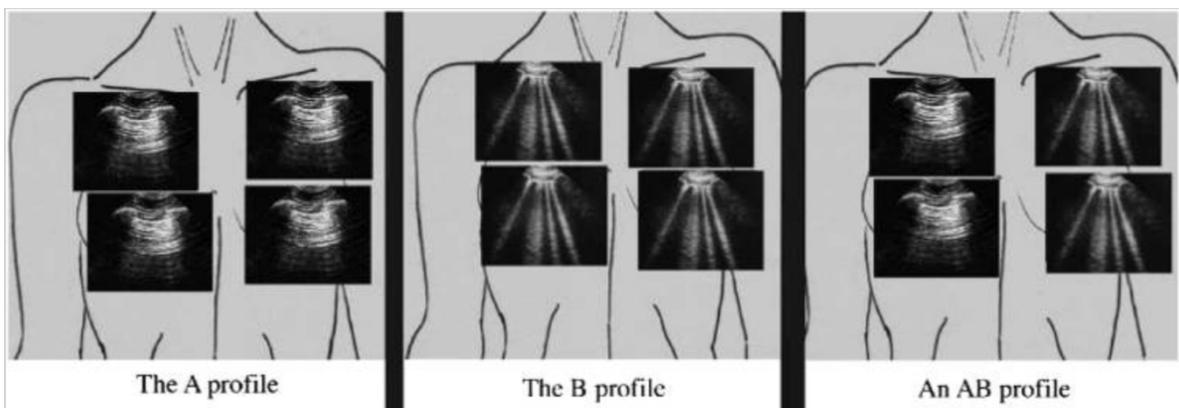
Lichtenstein et Al., Relevance of lung ultrasound in the diagnosis of acute respiratory failure : The BLUE protocol : Profils A et B en échographie pleuro pulmonaire.
